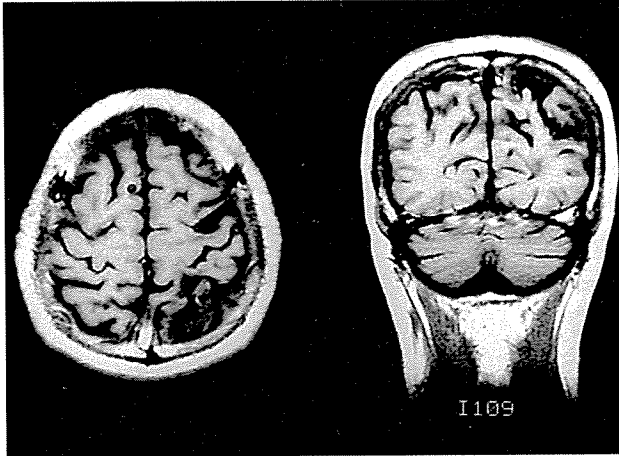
頭部MRI T1強調画像(左:水平断, 右:冠状断)
